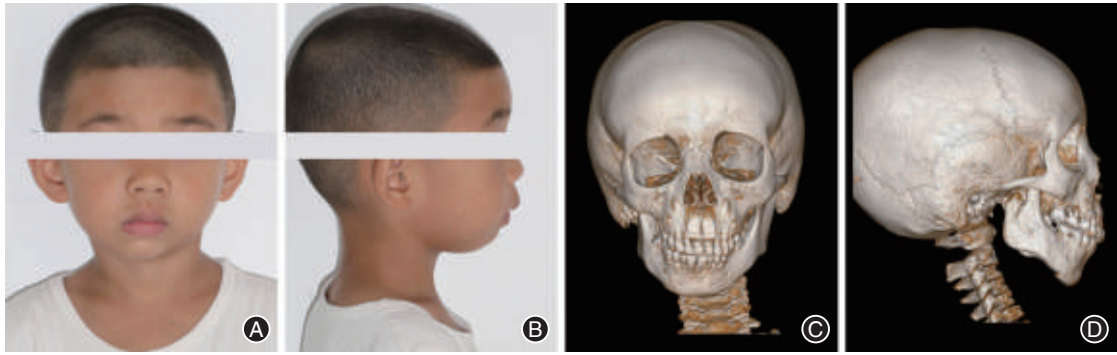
半侧颜面短小患儿治疗前影像资料 A:正面相;B:侧面相;C:三维CT正面观;D:三维CT侧面观;主要表现为患侧下颌升支和下颌体短小,下颌骨整体向患侧倾斜,此病例软组织症状较轻,没有外耳畸形。
